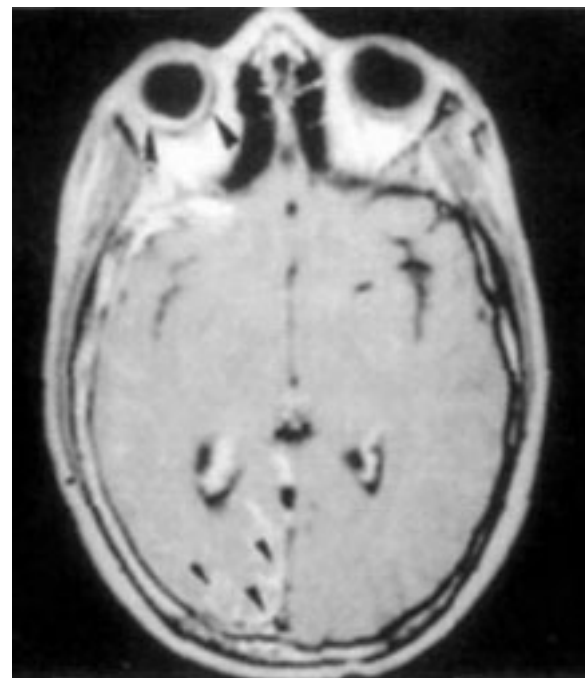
SSW. La RM con medio de contraste (gadolinio) muestra angioma leptomeníngeo (puntas de flecha pequeña) y angioma retiniano (puntas de flecha grande).
